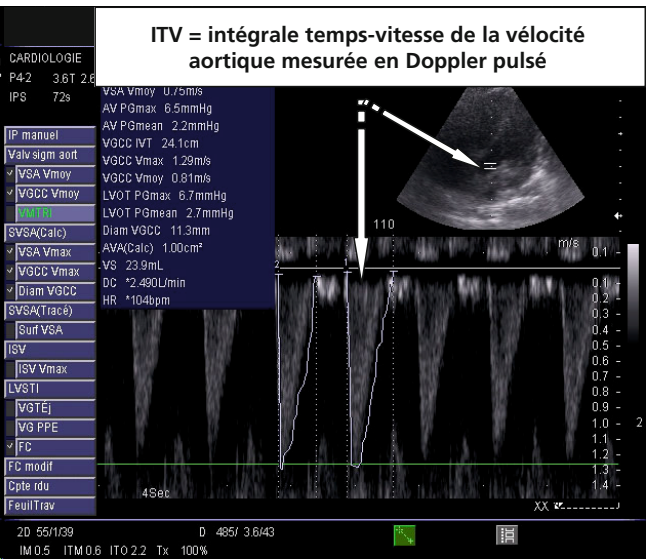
Mesure du débit cardiaque en échocardiographie transthoracique.
